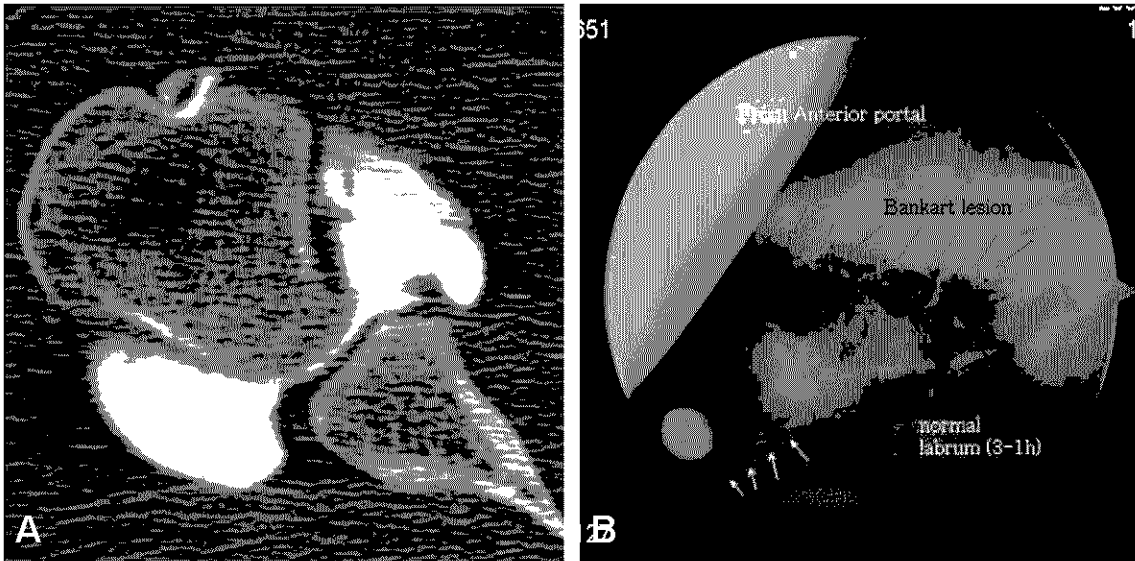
Bankart lesion is seen well on CT arthrographic axial image (A), confirmed at arthroscopy (B).
